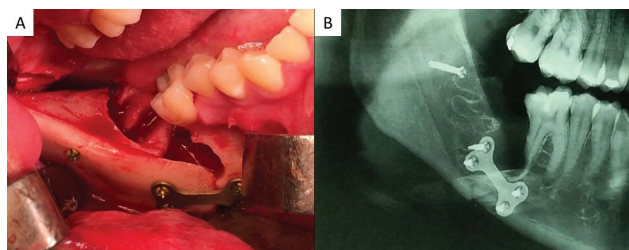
A e B – Fixação híbrida: miniplaca de titânio sistema 2.0 com 4 parafusos monocorticais e 1 parafuso posicional no ramo. Radiografia panorâmica pós-operatória.
